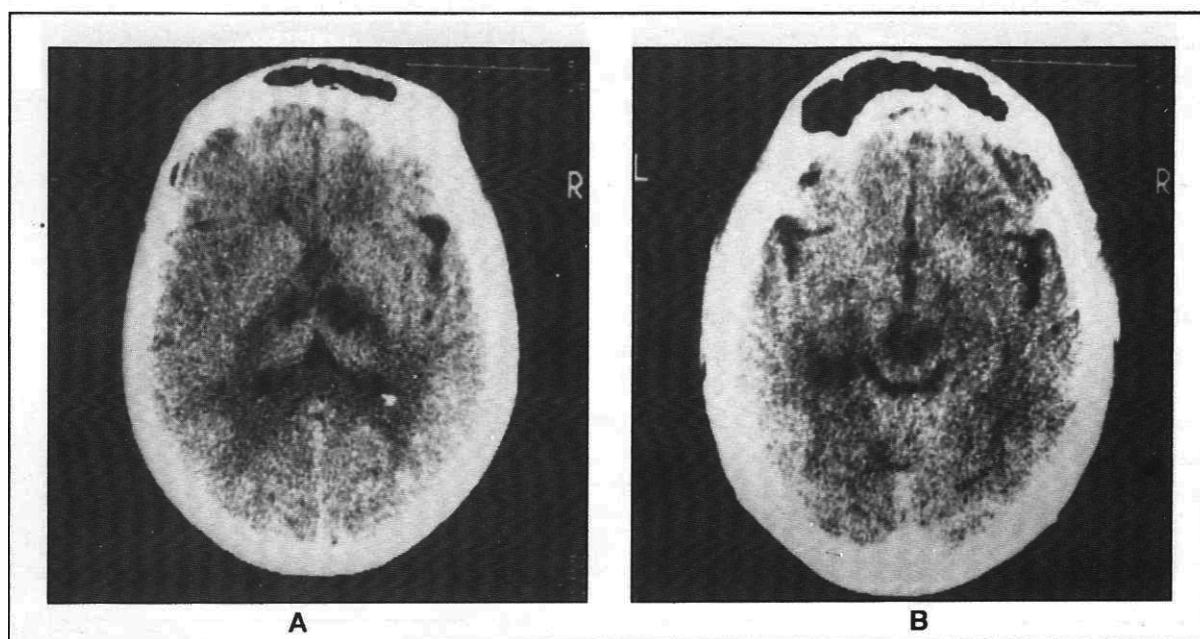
TC cerebral simple de un paciente de 33 años con el síndrome del "tope de la basilar" asociado al consumo de cocaína base.
